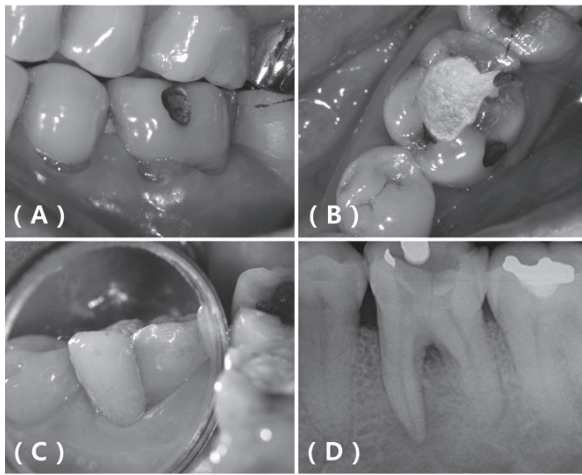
(A-C) Preoperative intraoral photo. (A) Slight gingival swelling. (B) Previously initiated treatment. (C) Crack line on lingual surface. (D) Preoperative periapical radiograph.
